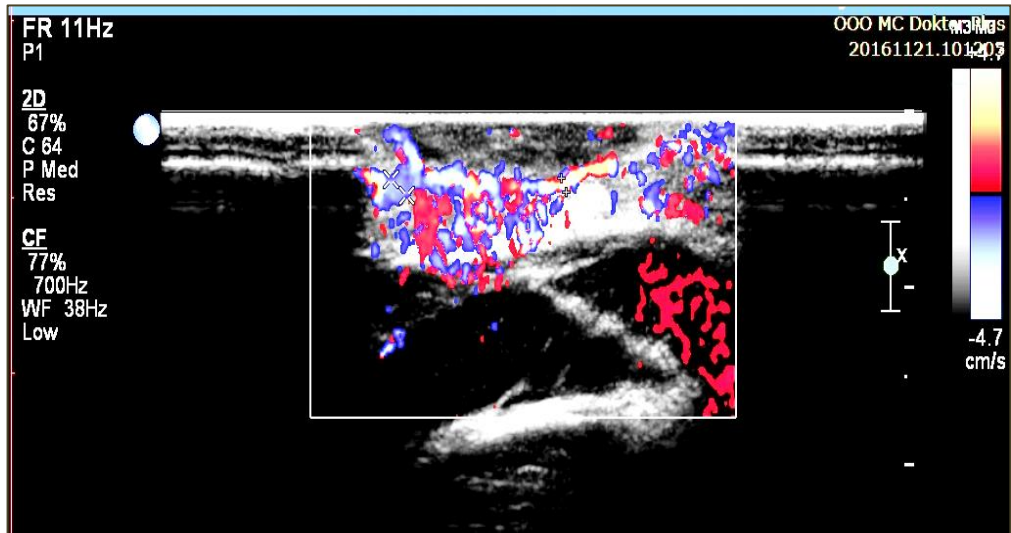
УЗИ пациента В. до лечения: интранодулярно визуализируются множественные артериальные и венозные сосуды разного диаметра, с ЛСК=1,8 м/сек.
